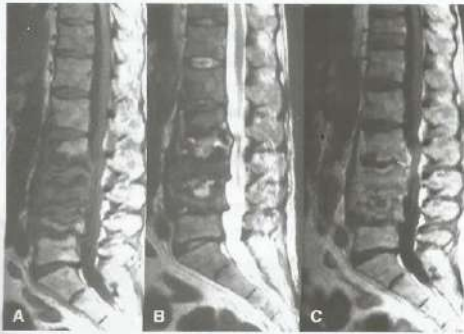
RM da coluna lombossacra demonstrando hipossinal nos corpos vertebrais de L4 e L5 em A, que se impregna após administração do gadolínio em B. Em C, plano axial demonstrando fenda discal à direita e laminectomia. Espondilodiscite pós-cirúrgica.
